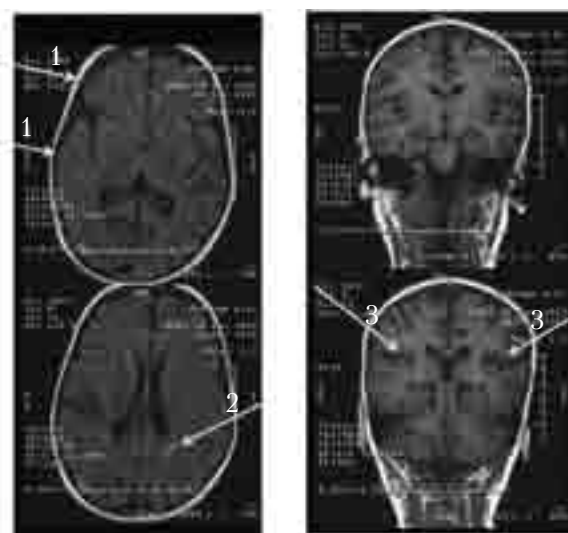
На МРТ (2 г.) уплотнение и утолщение борозд в лобной и височной извилинах (1) — пахигирия, умеренно расширенные передние рога боковых желудочков «крыловидной» формы. Очаг фокальной корковой дистопии в области заднего рога левого желудочка (2). Силвиевы щели горизонтальные, укороченные (3)
